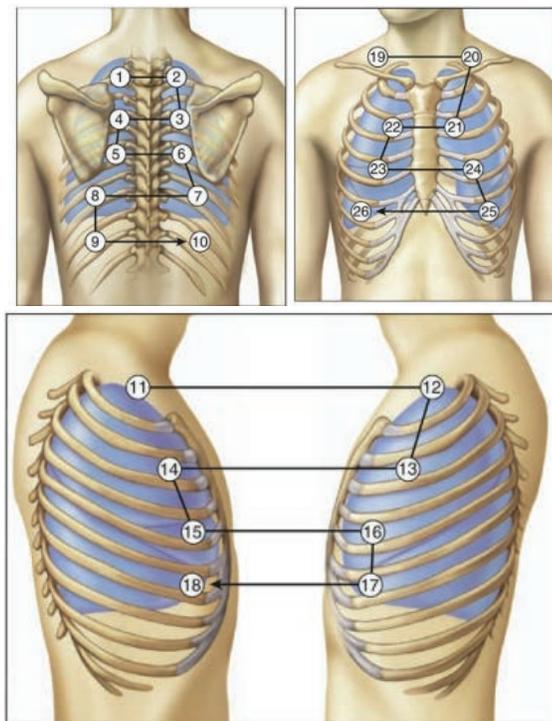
Gambar A, Palpasi gerak pada upper lobus. B, Palpasi gerakan lobus middle kanan dan gerakan lingula lobus kiri. C, Palpasi gerakan lobus bawah. (Redrawn from Cherniack RM, Cherniack L: *Respiration in Health and Disease*, ed 2, Philadelphia, 1972, WB Saunders.)
